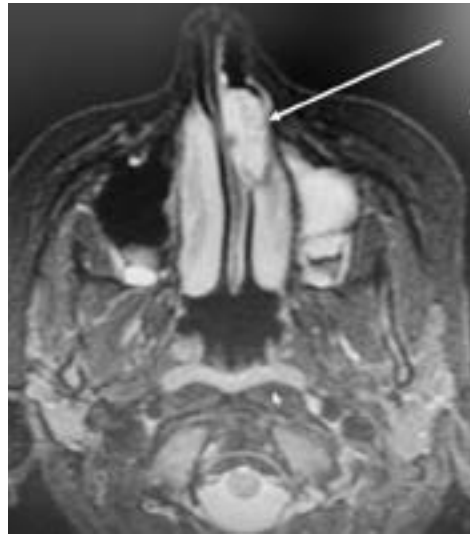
Капілярна гемангіома переділки носа (вказано стрілками) А) фото пухлини в лівій половині носа, Б) КТ пухлини, В) МРТ пухлини
